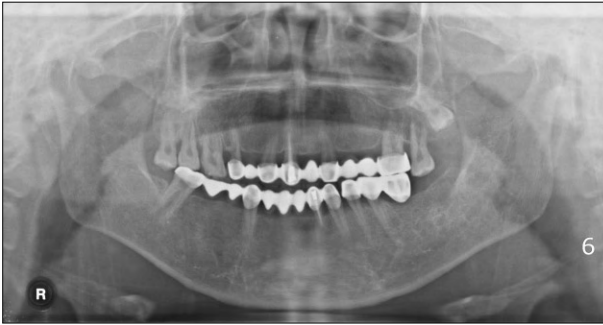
Mother's panoramic radiograph.
